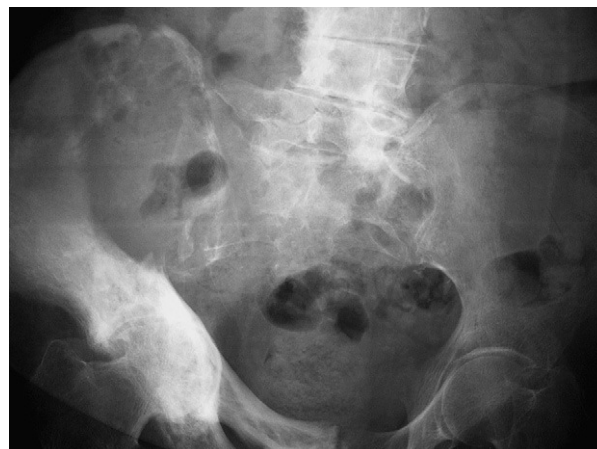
Radiografía simple de pelvis que muestra lesión lítica de gran tamaño en el seno de un hueso pagético en pala ilíaca derecha con destrucción cortical y fracturas.
